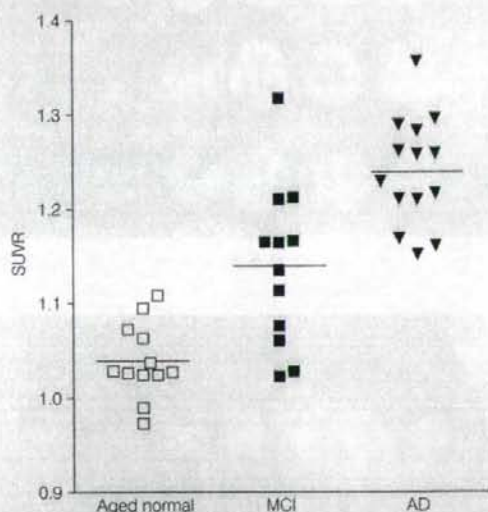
健常高齢者 (Aged normal), 軽度認知障害 (MCI), アルツハイマー病患者 (AD) における  $[^{11}\text{C}]$  BF-227 側頭葉 SUV 対小脳比 (SUVR) の比較
